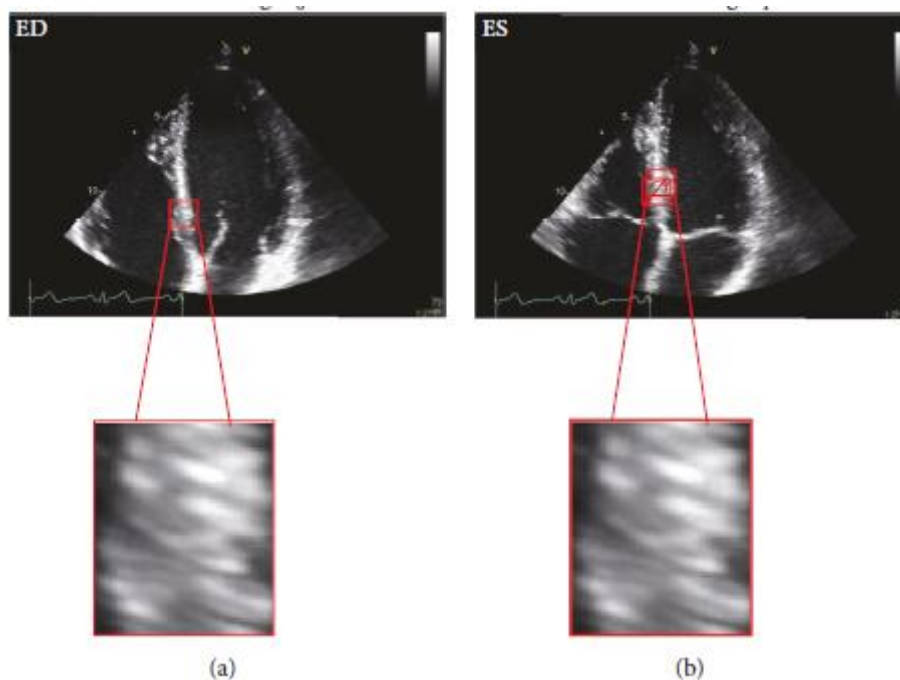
Realização do *strain* global longitudinal durante o ecocardiograma
